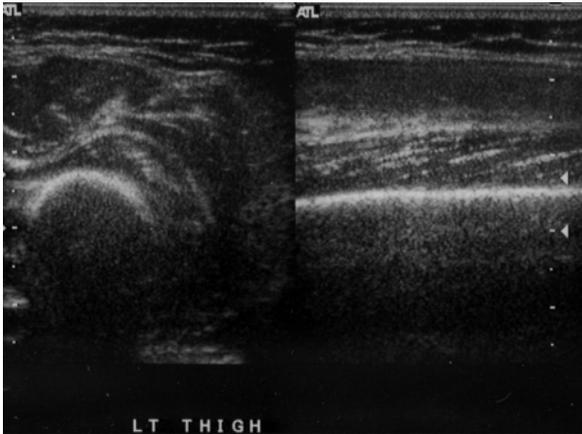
骨折八週後，追蹤超音波縱切圖，平滑均質的骨皮質，已不見骨痂。
